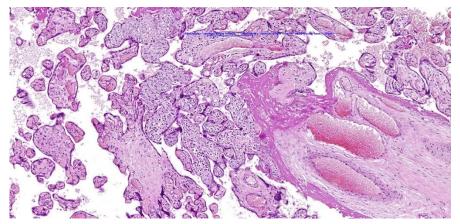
Гематогенное инфицирование (многоочаговый виллузит) Окраска гематоксилином-эозином × 10
